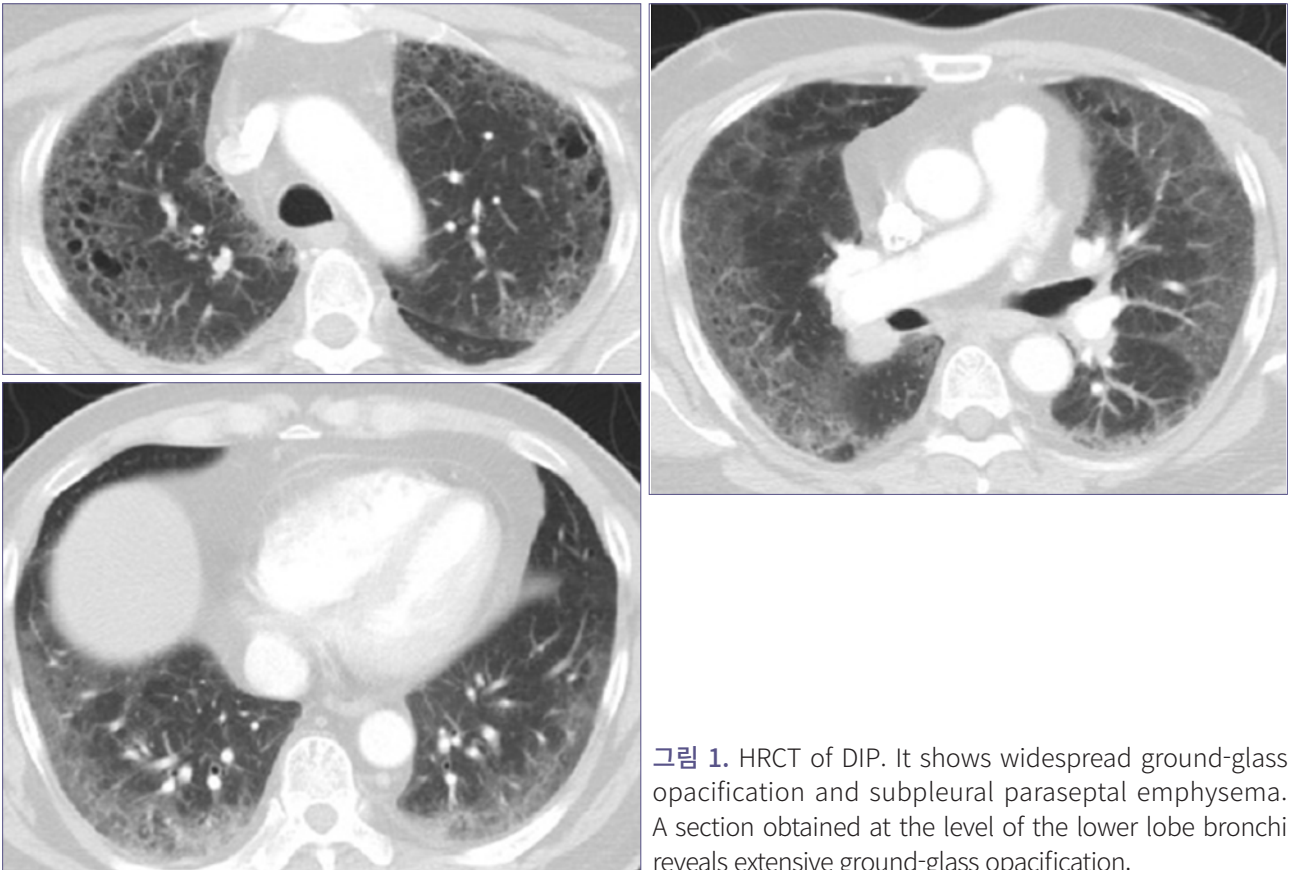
HRCT of DIP. It shows widespread ground-glass opacification and subpleural paraseptal emphysema. A section obtained at the level of the lower lobe bronchi reveals extensive ground-glass opacification.
